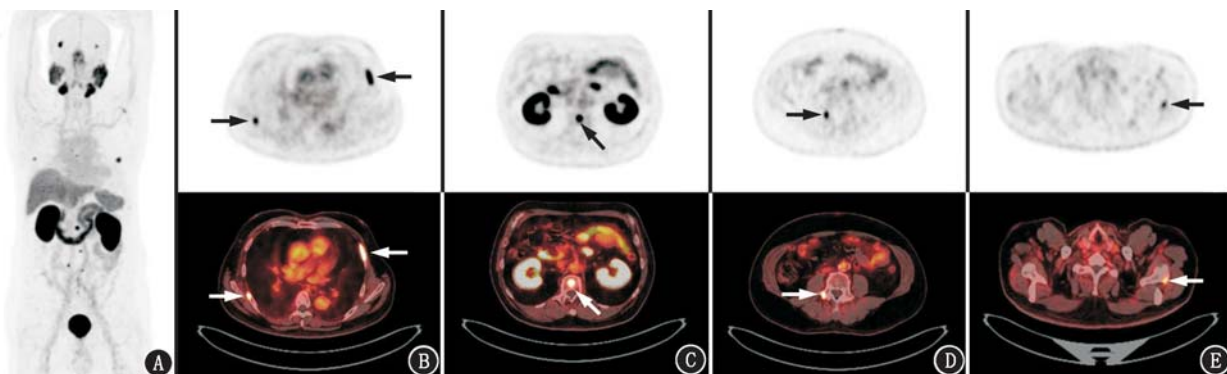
前列腺癌生化复发患者(65 岁)注射 Al<sup>18</sup>F-前列腺特异膜抗原(PSMA)-BCH(北京肿瘤医院)后 1 h PET/CT 显像图。全身最大密度投影图(A)和 PET、PET/CT 横断面显像图(示右 6 肋和左 4 肋(B)、第 1 腰椎(C)、骶骨右侧横突骨(D)、左侧肩胛骨(E)骨转移病灶(箭头示))
